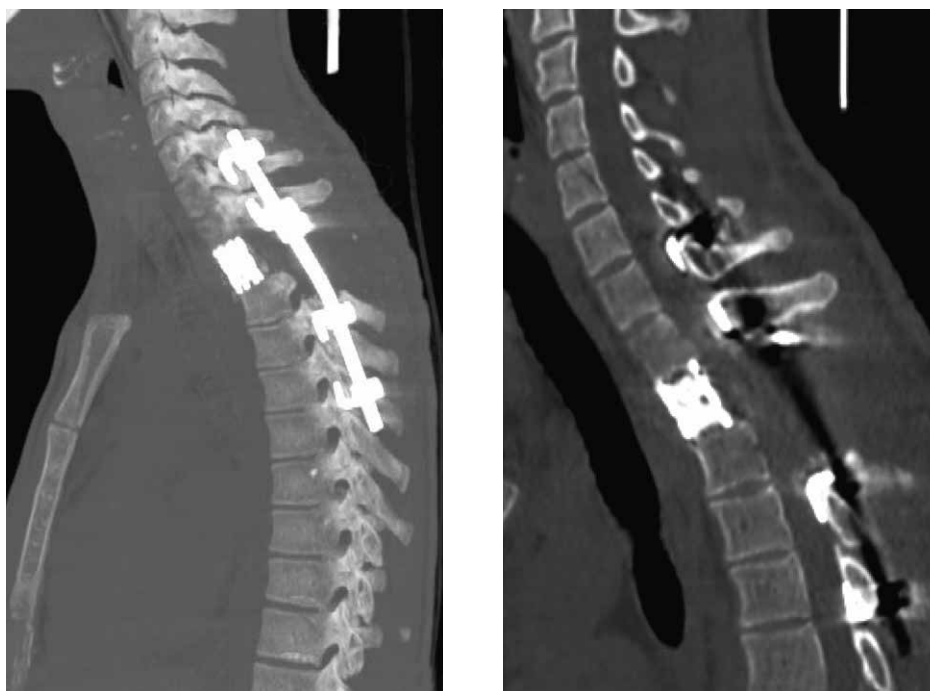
Данные лучевого обследования (КТ) после реконструктивной операции. Тело и задние структуры позвонка Th_{II} удалены (спондилэктомия). Передняя колонна стабилизирована блок-решеткой с костным цементом, задняя — восьмиопорной ламинарной CD-конструкцией
